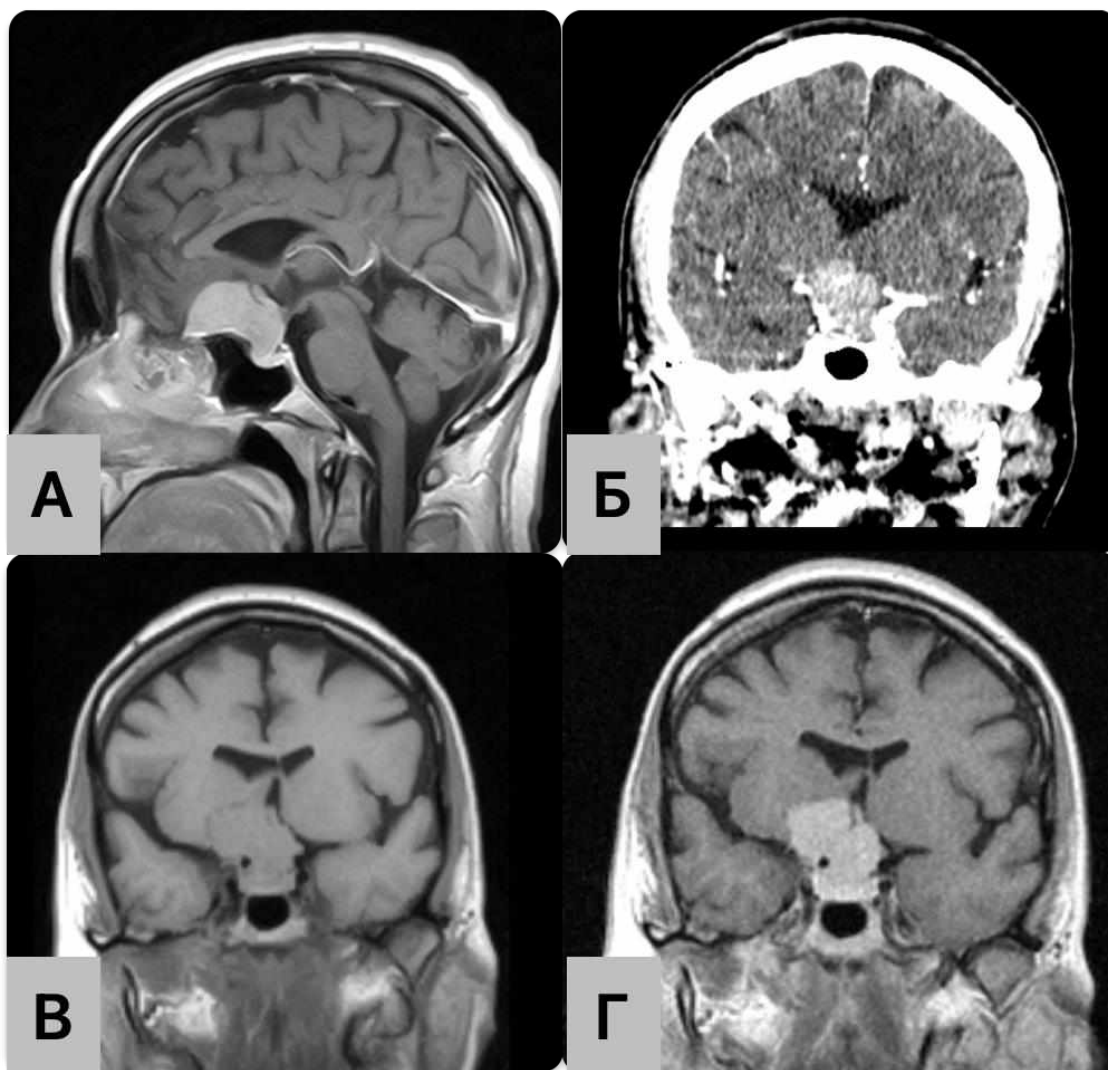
П-ка Ан-ко І.І., 52 р, доопераційні МРТ та МСКТ-АГ зображення (А – МРТ, сагітальна проекція в режимі Т1 з внутрішньовенним підсиленням, Б – артеріальна фаза фронтальна проекція МСКТ-АГ, В – фронтальна проекція в режимі Т1 без внутрішньовенного підсилення, Г – фронтальна проекція в режимі Т1 з внутрішньовенним підсиленням).
